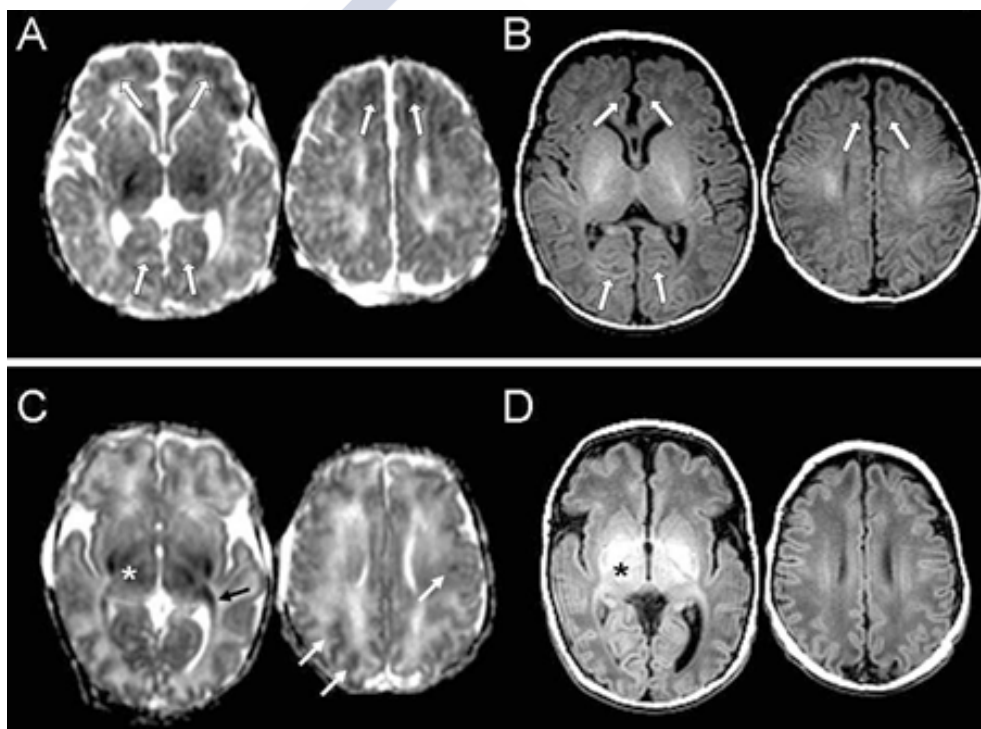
Patrones de daño hipóxico-isquémico en RM. RM por difusión, imágenes realizadas al 3er día del evento hipóxico-isquémico (A y C) y secuencias T1, imágenes realizadas al 10º día (B y D). En A y B se objetiva el patrón de daño de zonas fronterizas con restricción de la difusión (A, flechas) e hiperintensidades en T1 (B, flechas). En C y D se objetiva el patrón de daño central con restricción de la difusión en GB-tálamo (C, asterisco) e hiperintensidad en T1 (D, asterisco).
